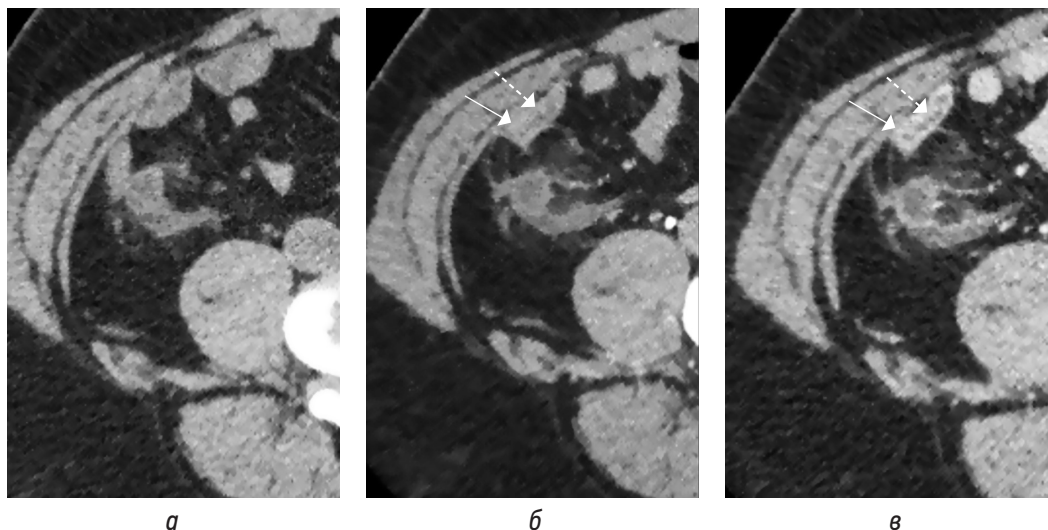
КТ-изображения в аксиальной плоскости в нативную (а), артериальную (б), портоинозную (в) фазы демонстрируют (б, в) накопление контрастного вещества стенкой аппендикулярного отростка (стрелка) с более четкой дифференцировкой стенок от содержимого в просвете аппендикса (пунктирная стрелка)
